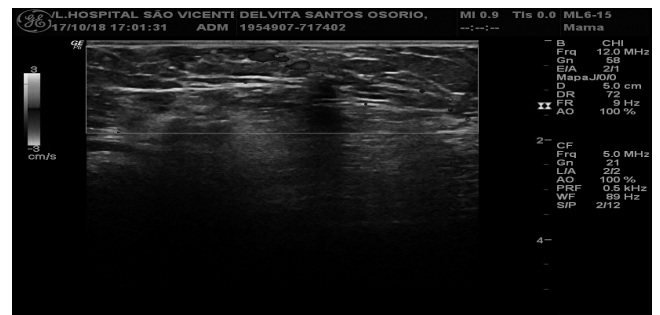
ULTRASSONOGRRAFIA AO MODO DOPPLER.
